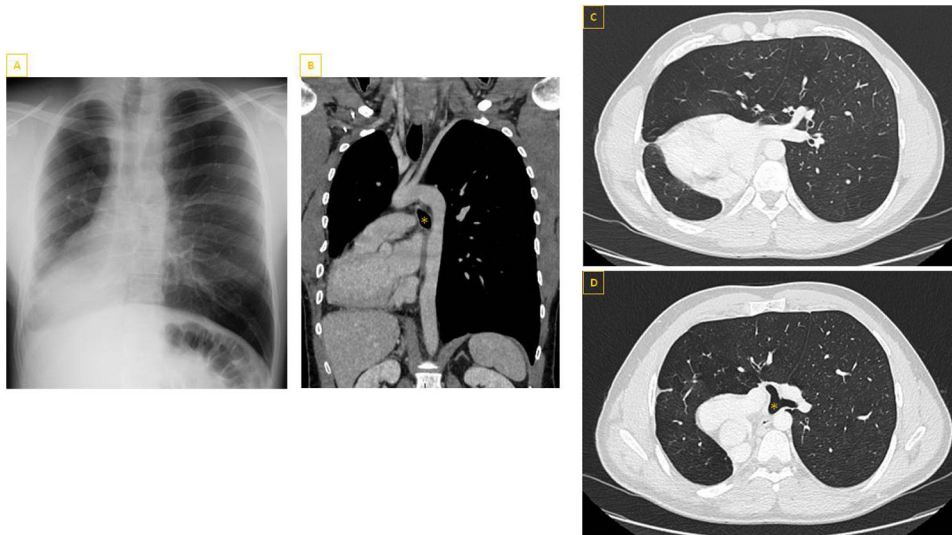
A) Radiografía de tórax que muestra una silueta cardíaca de disposición derecha, con hiperinsuflación y herniación del pulmón izquierdo ocupando ambos hemitórax. B) TAC de tórax con contraste i.v. (corte coronal) donde se objetiva permeabilidad vascular, identificándose el bronquio principal izquierdo (*) interpuesto entre la arteria pulmonar y la aorta. C y D) TAC con contraste i.v. con ventana de parénquima (cortes axiales) que muestra rotación antihoraria de estructuras mediastínicas que se desplazan a la derecha disponiéndose en un plano posterior, hiperinsuflación pulmonar izquierda con herniación derecha y bronquio principal izquierdo (*) discurriendo entre la arteria pulmonar izquierda y la aorta descendente, sin datos de compresión extrínseca y manteniendo un calibre adecuado.
